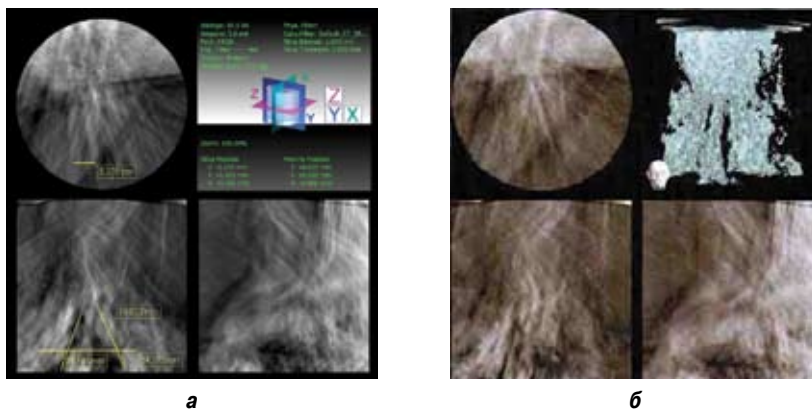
Состояние костной ткани и зубов на компьютерной томографии у пациента Б., 2 мес. до начала лечения
